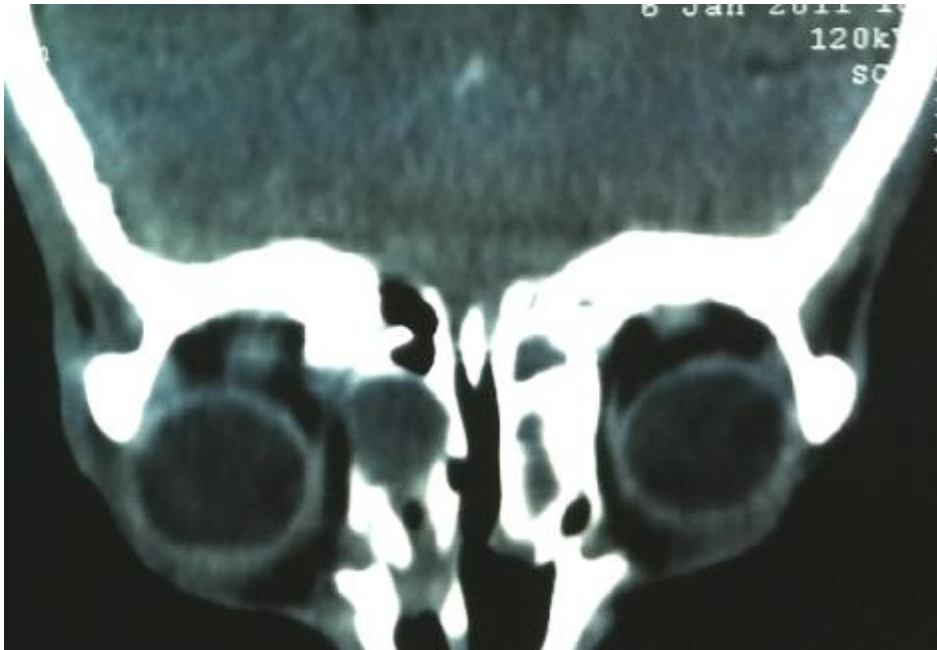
TDM du massif facial en coupe coronale montrant une récurrence de mucocèle fronto-ethmoïdale droite (recul = 04 ans).
